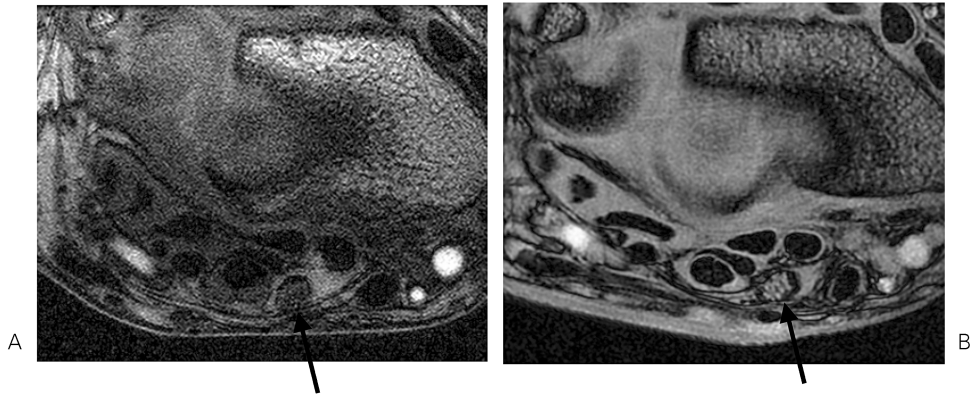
Axial gradient-echo images with a 6 cm FOV obtained at 1.5T MRI (A) and 3T MRI (B). The visibility of the median nerve (arrows) and flexor tendons is better in B than in A.
